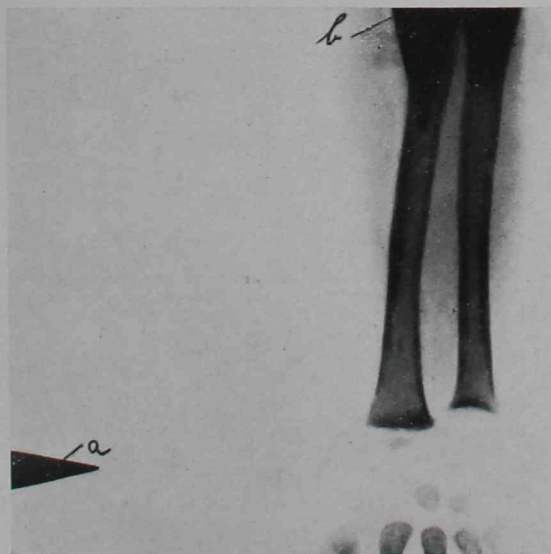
Radiografía obtenida con el indicador de la incidencia de los rayos. Las flechas a y b, indican el desplazamiento de la muñeca, respecto del rayo vertical.
